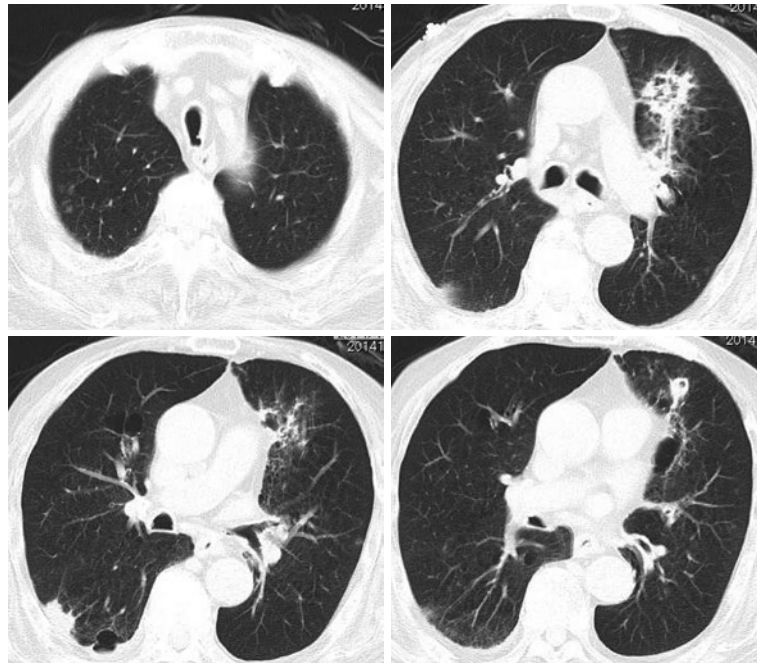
第30病日の胸部単純CT. 背景肺には気腫性変化あり. 両側上葉の粒状陰影, 右下葉の胸膜面に接する腫瘤状陰影, 左肺はCT halo sign と内部に空洞を有する結節影を認めた.
